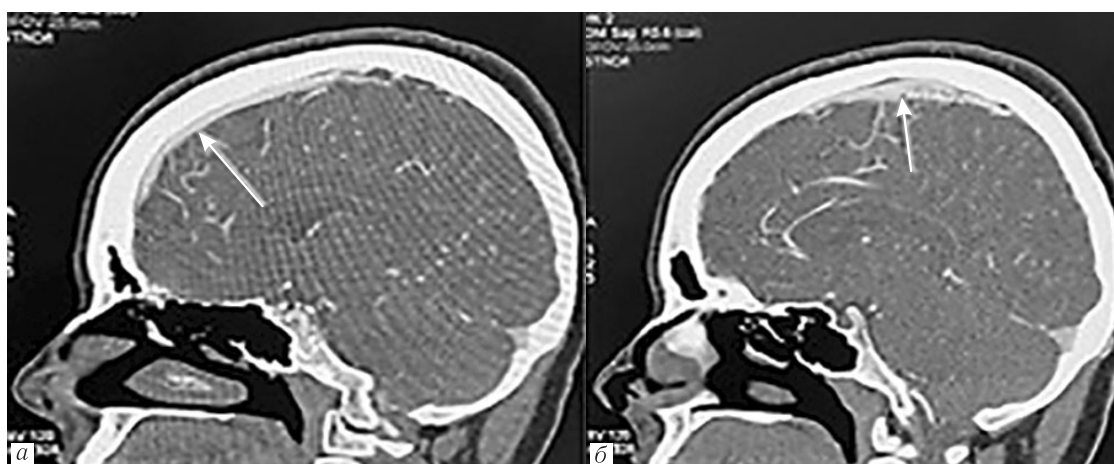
КТ головного мозга через 6 месяцев (01.03.2021). После антикоагулянтной терапии — восстановление кровотока с остаточным пристеночным тромбированием в передней и средней трети верхнего сагиттального синуса (а, б)
